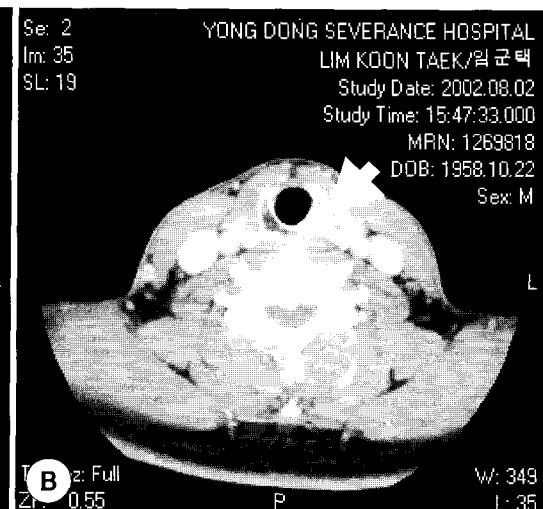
Neck CT of the larynx. A : At the level of the upper border of cricoid cartilage, B : At the level of the lower border. It shows the fracture line (Arrows).
